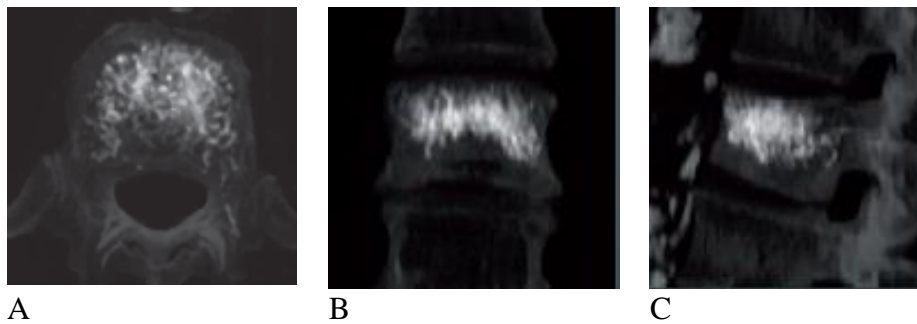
Radiographies de vertèbres lors d'une injection de ciment - STRYKER
